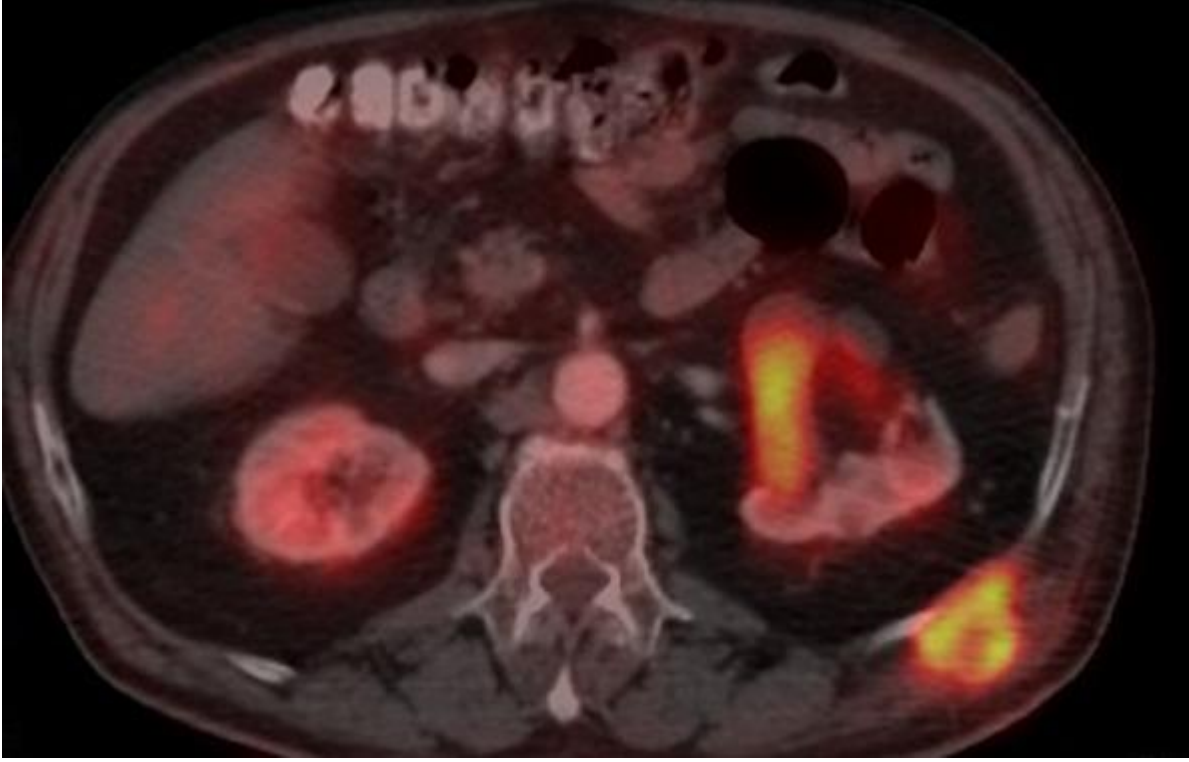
FDG-PET (axial section)
